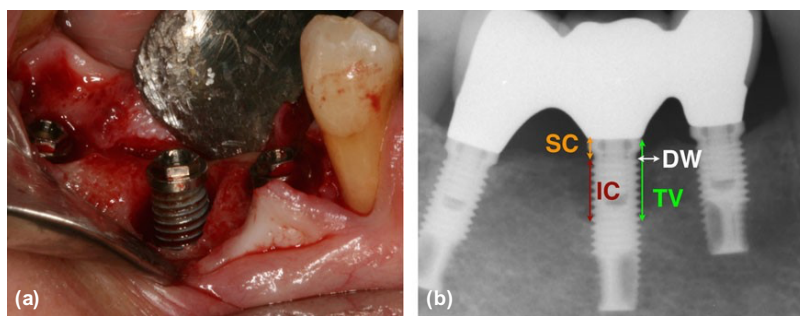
(a) Clinical image during surgery. (b) X-ray with measurements (white line: defect width (DW), red line: intra-bony component of defect (IC), Orange line: supracrestal component of defect (SC), green line: total vertical intra-operative bone level (SurgBL_{total}).
